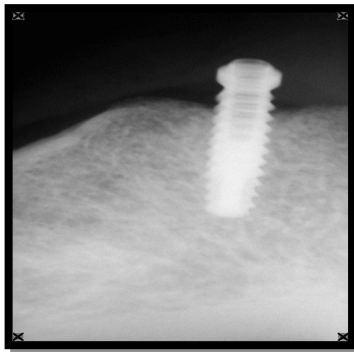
Rx. periapical post-operatoria implante derecho
